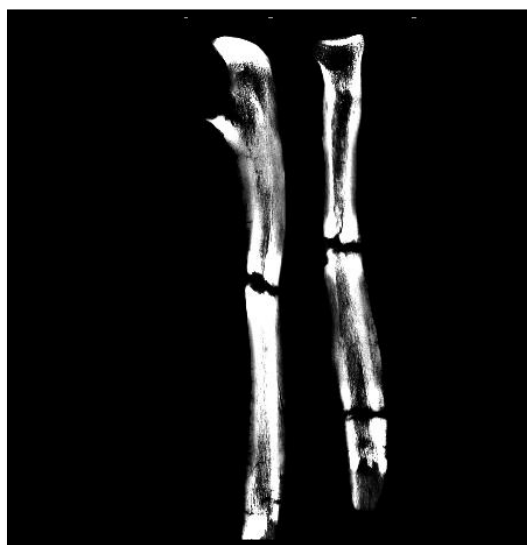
Radiografia do cúbito e raios esquerdos do indivíduo 27012 com alterações de perióstio na diáfise.
